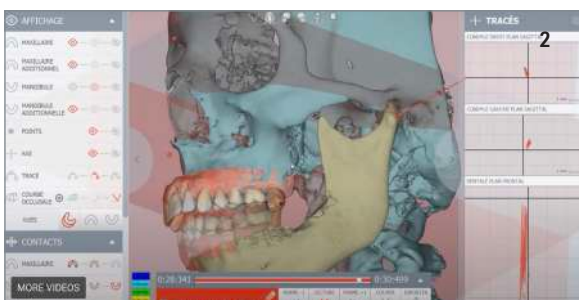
Il software durante l'analisi della cinematica mandibolare integrata con le ricostruzioni 3D della CBCT
